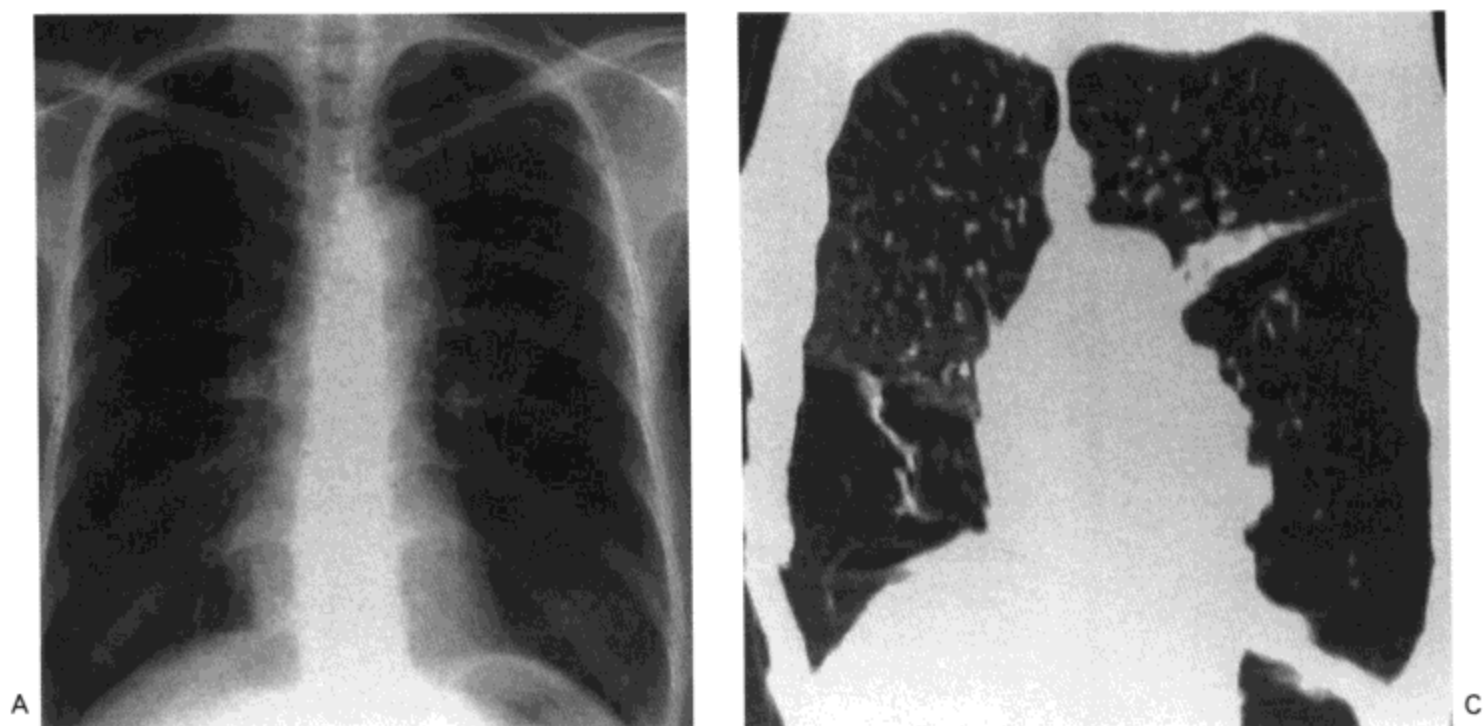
全小叶性肺气肿。A: X 线胸片示肺的体积增大, 周围血管纹理减少。B: 高分辨率 CT 影像示左肺的密度明显降低, 血管减少; 右肺受累较轻。注意右肺中叶相对保持正常。C: 用高分辨率 CT 影像做的冠状重组影像示下肺严重的肺气肿, 左肺下叶过度充气伴左肺上叶压迫性肺不张(箭号)。上叶只有轻度肺气肿。这种表现为全小叶肺气肿的特征。
